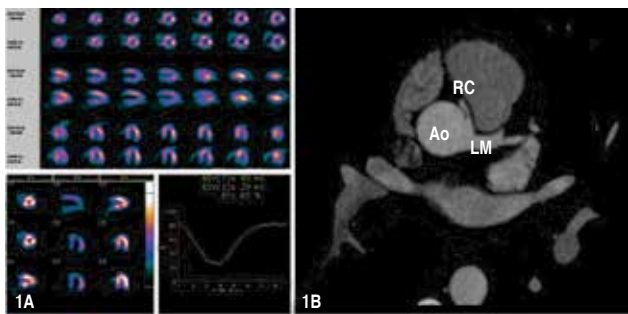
Anomalous RCA: A) -g-SPECT, y B) CCTA.
